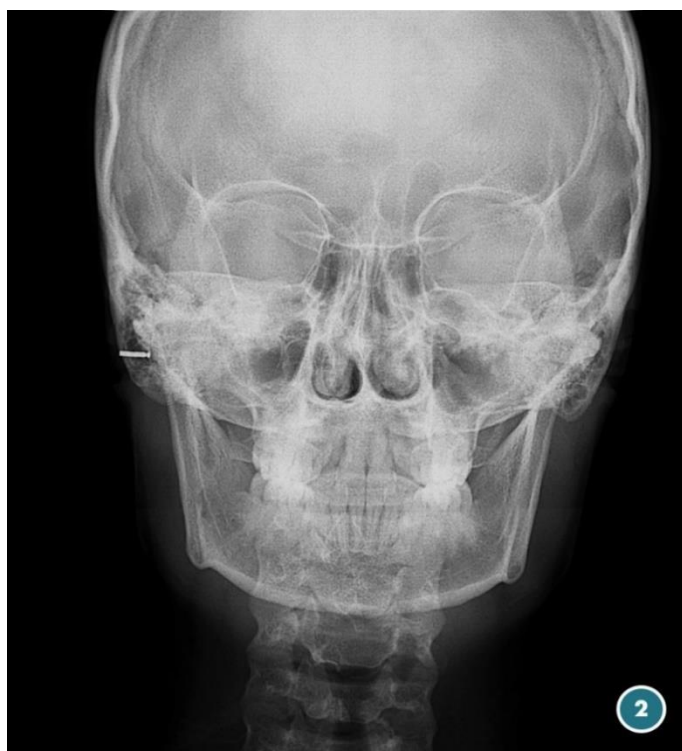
Radiografía Anteroposterior de cráneo (Telerradiografía frontal). En donde se pueden observar diversas estructuras anatómicas relevantes del complejo maxilofacial y su relación con los tercios de la cara principalmente. Imagen disponible en: <https://shorturl.at/oGJOY>
